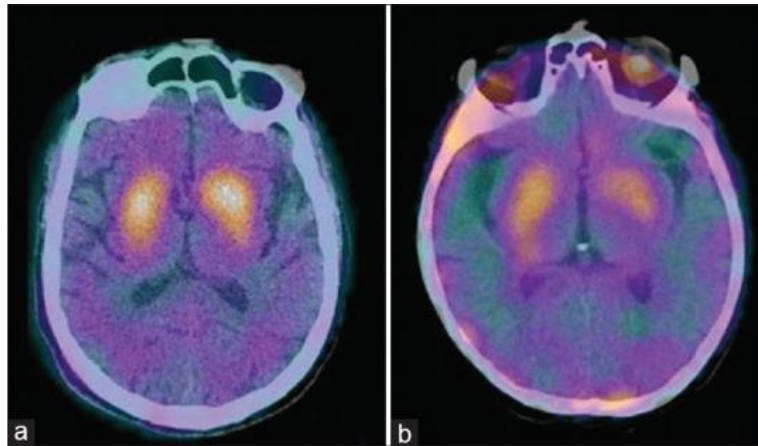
Imagens de SPECT/CT adquiridas com o radiofármaco TRODAT-1-^{99m}Tc em que (a) é um controlo saudável e (b) é uma paciente com 68 anos diagnosticada com DP idiopática. Adaptado da referência (50).
